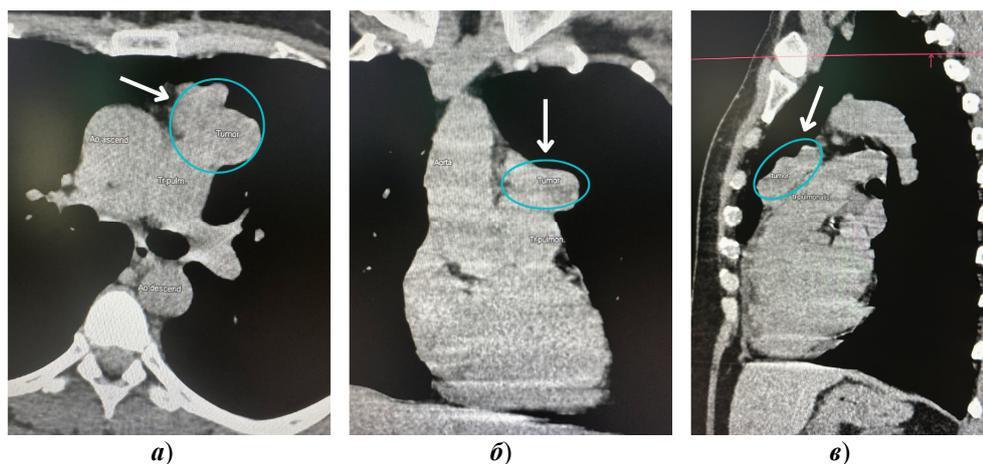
КТ: на границе верхнего и нижнего средостений, в передних отделах слева визуализируется многоузловое образование (указано стрелкой) неоднородной структуры с наличием кальцинатов и гиподенсивных участков, интимно прилежит к легочному стволу, размер $4,6 \times 3,6 \times 5,1$ см: *а* – горизонтальная плоскость; *б* – фронтальная плоскость; *в* – сагиттальная плоскость
